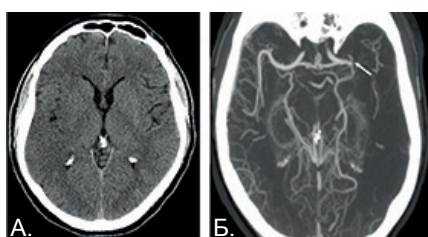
Данные нейровизуализации пациентки при поступлении: А - по данным КТ головного мозга отсутствуют очаговые изменения вещества головного мозга; Б - по данным КТ-ангиографии визуализируются признаки окклюзии проксимального отдела левой средней мозговой артерии
